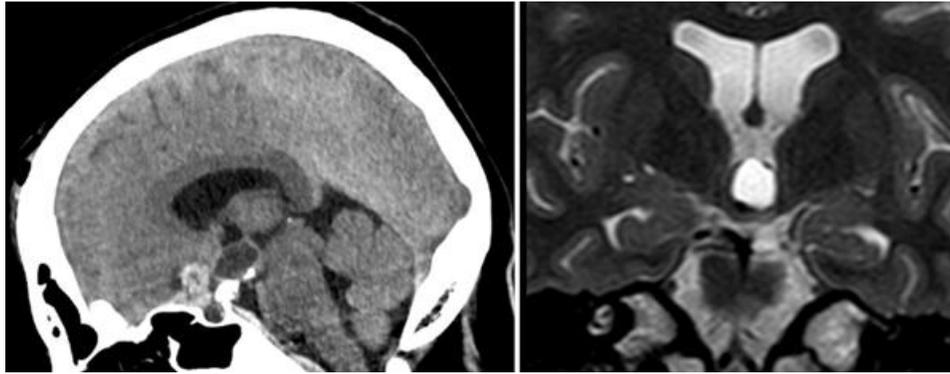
A. Tomografía axial computarizada corte sagital que muestra hemorragia supraselar. Lesión ocupante de espacio quística del tercer ventrículo con neumoencéfalo y cambios post quirúrgicos. Figura 2B. RMN de silla turca en corte coronal en secuencia T2 que muestra lesión supraselar de bordes lobulados, mal definidos con discreto realce periférico que mide 22 x 30 x 12.5 mm en ejes LxAPxT, oblitera la cisterna supraselar sin definición clara del cuerpo calloso, su componente cefálico muestra alta señal de componente quístico de aparente localización extra axial sobre la fosa craneal anterior.
